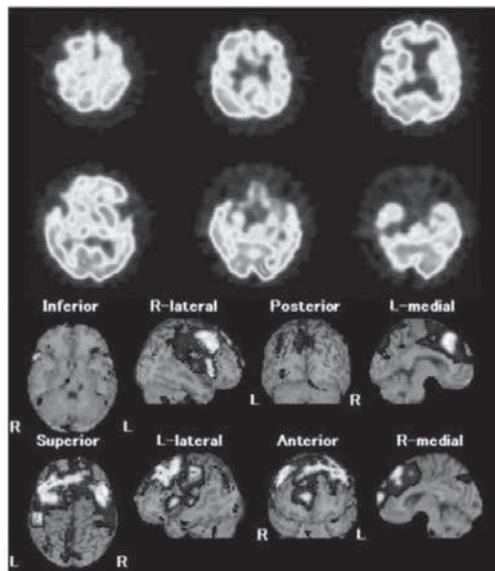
脳血流解析ソフト eZIS /99mTc-ECD 専用です。上段が脳血流 SPECT、下段が解剖学的標準化を行った後、MRI モデルに血流低下部位をカラー表示で重ねています。
